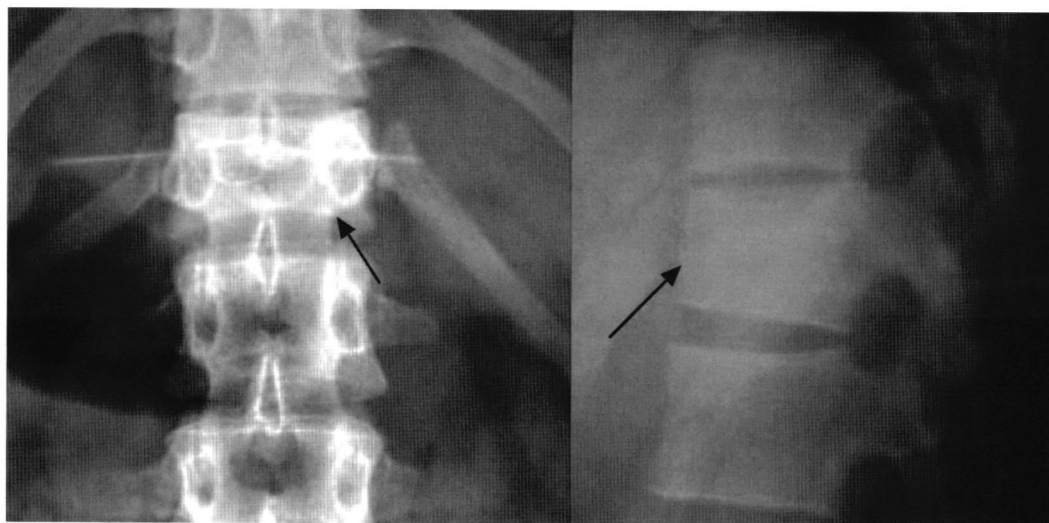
Plain X-ray of a compression fracture in the 12th thoracic vertebra (arrow) in Case 1
